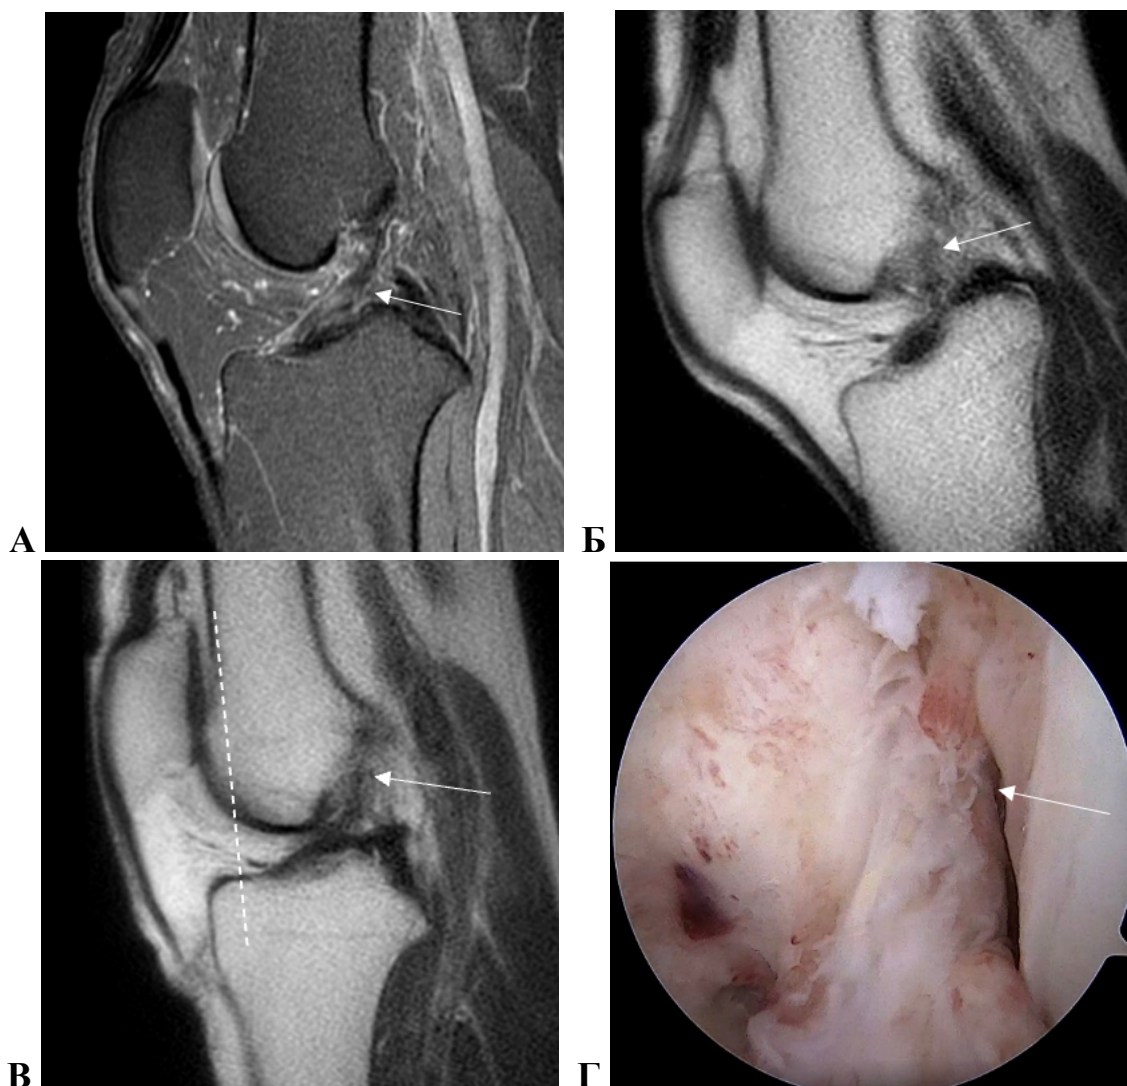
Пациентка К., 26 лет. Диагноз: подозрение на разрыв ПКС. МРТ (А), фМРТ (Б, В) и артроскопия (Г). Стрелками показана ПКС. Пунктирная линия проведена через переднюю кортикальную пластинку бедренной кости. На МРТ в сагиттальной плоскости (А) ПКС неоднородной структуры за счет участков повышения МР-сигнала, умеренно истончена, пролеживается на всем протяжении – изменения расценены как частичный разрыв. На фМРТ в положении сгибания (Б) ПКС резко истончена, место ее прикрепления к бедренной кости не прослеживается. При возврате колена в положение разгибания (В) отмечается патологическое переднее смещение переднего края большеберцовой кости относительно кортикальной пластинки бедренной кости – изменения трактованы как полный разрыв ПКС. Артроскопическая фотография подтверждает полный разрыв ПКС с формированием культи (Г)
